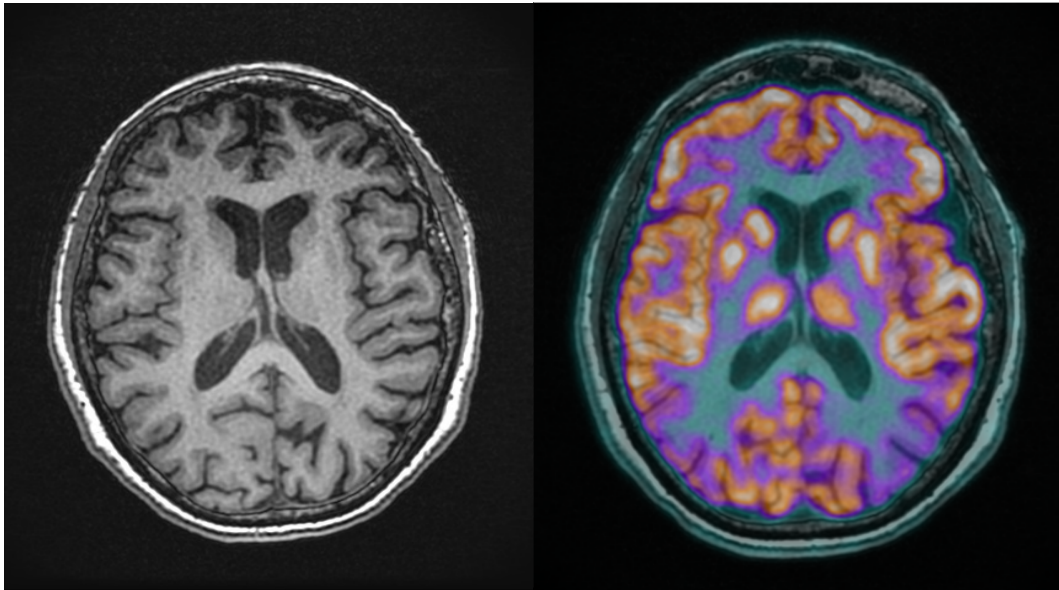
(Paziente 14) caso di discordanza tra PET che mostra grave ipometabolismo bilaterale più marcato a sinistra e RM che rileva lieve atrofia frontale, parietale e temporale sinistra.
